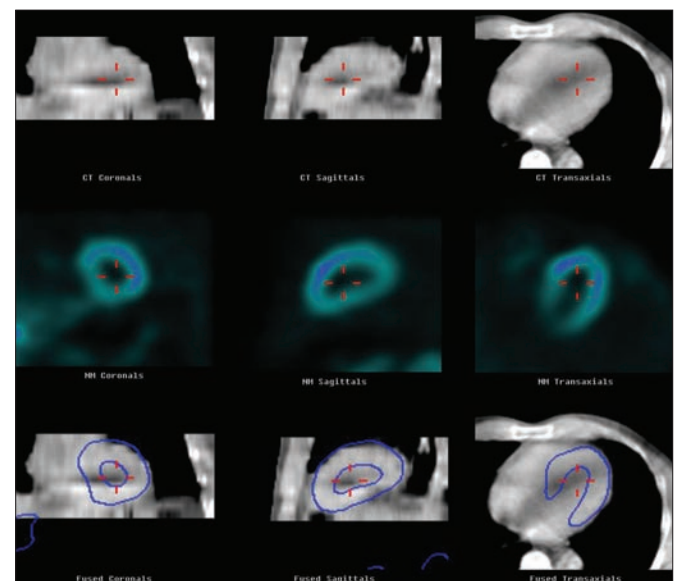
МСГ проведена по технологии ОФЭКТ/КТ
